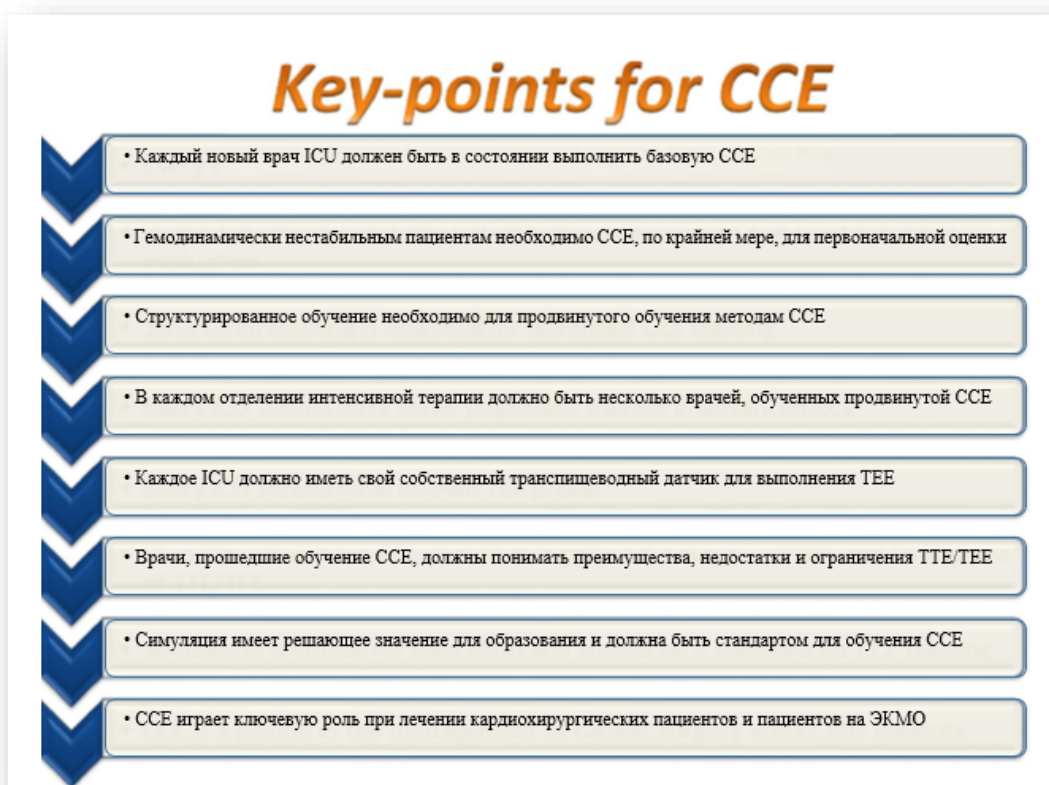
Основные ключевые моменты эхокардиографии при критических состояниях (ССЕ) (от наиболее важных до «наименее важных»). ТТЕ - трансторакальная эхокардиография, ТЭЕ - чрепещеводная эхокардиография, ЭКМО – экстракорпоральная мембранная оксигенация.
